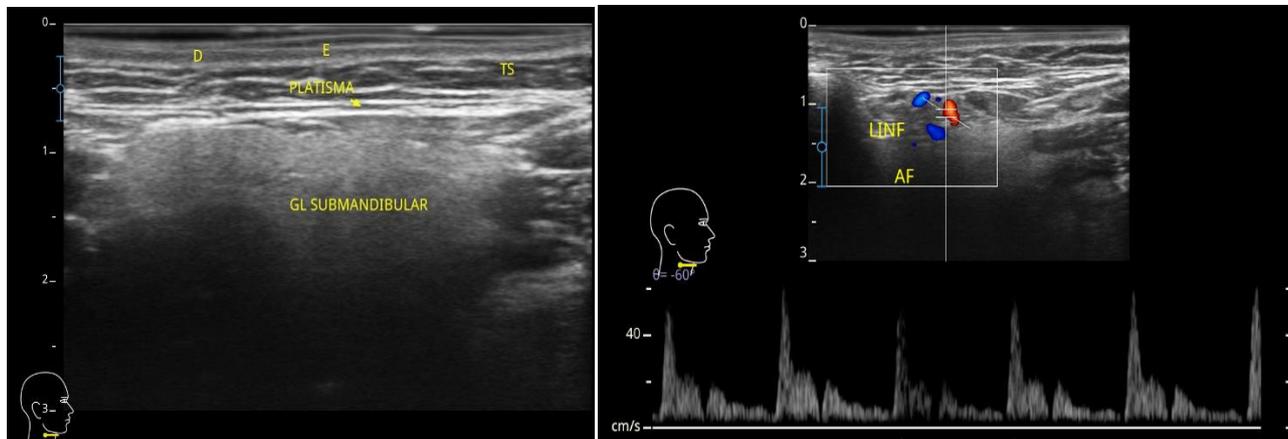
Imagem por ultrassom em modo bidimensional, evidenciando a Glândula Submandibular (GL. Submandibular) sob o Músculo Platisma. Ao aplicar-se doppler velocimétrico, observou-se pulsação da artéria facial (AF), em local próximo a um linfonodo (LINF), na Glândula Submandibular.
